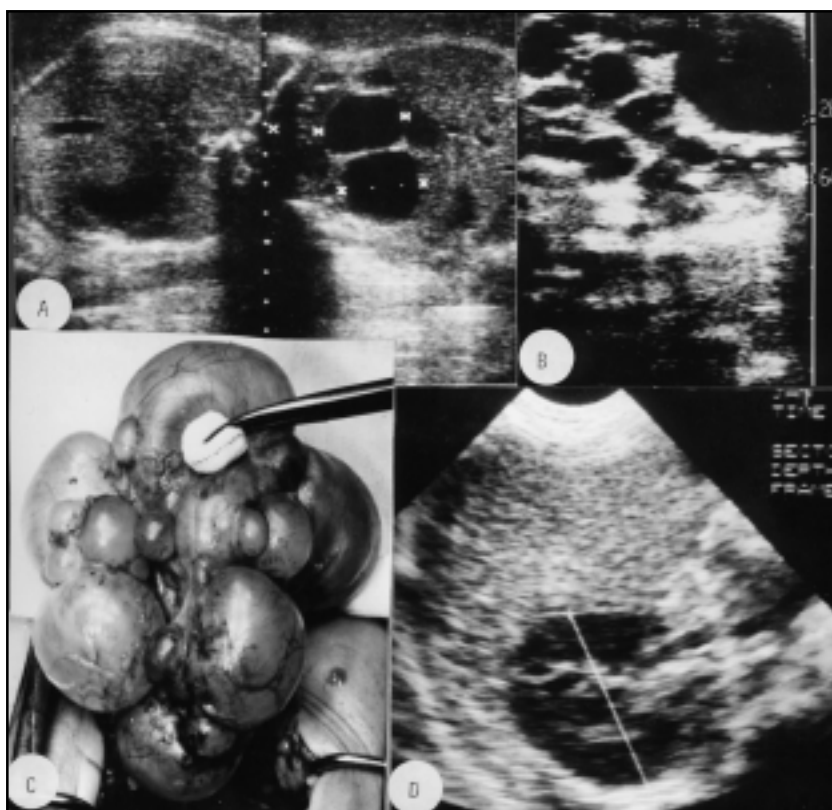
A. Diagnosi prenatale di displasia renale multicistica monolaterale caratterizzata dalla presenza di cisti multiple di differente diametro. B. Sezione longitudinale in epoca neonatale che evidenzia la presenza di cisti multiple e scarso parenchima renale. C. Aspetto macroscopico intraoperatorio della displasia renale multicistica. Cisti multiple raggruppate "a grappolo d'uva" con scomparsa del profilo renale. D. Aspetto ecografico a 12 mesi di vita di un rene multicistico trattato conservativamente. Si notano la scomparsa delle cisti e l'evoluzione in piccolo rene grinzoso.
